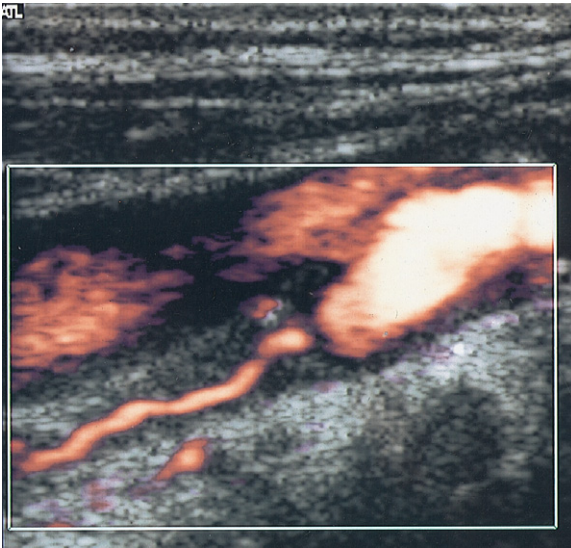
Powerdoppler-Bild einer erkrankten A. carotis interna mit engem Flusskanal.
